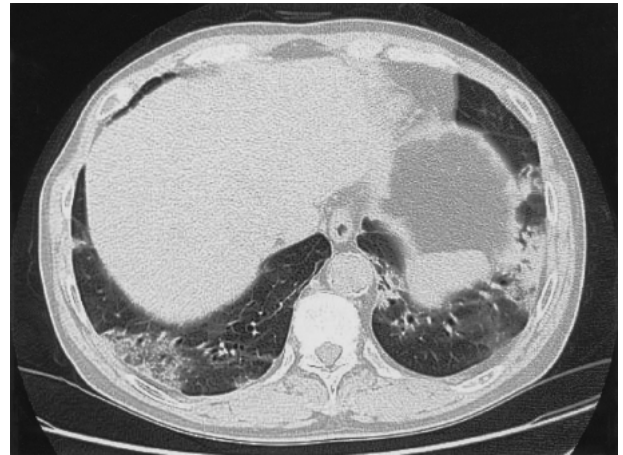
胸部 CT：両側下肺野にスリガラス陰影、硬化像が認められた。
